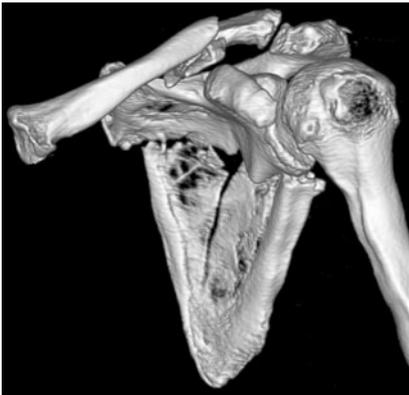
▲ 3-D-CT mit Klavikulastückfraktur und horizontaler Skapulablattfraktur nach Motocrossunfall
